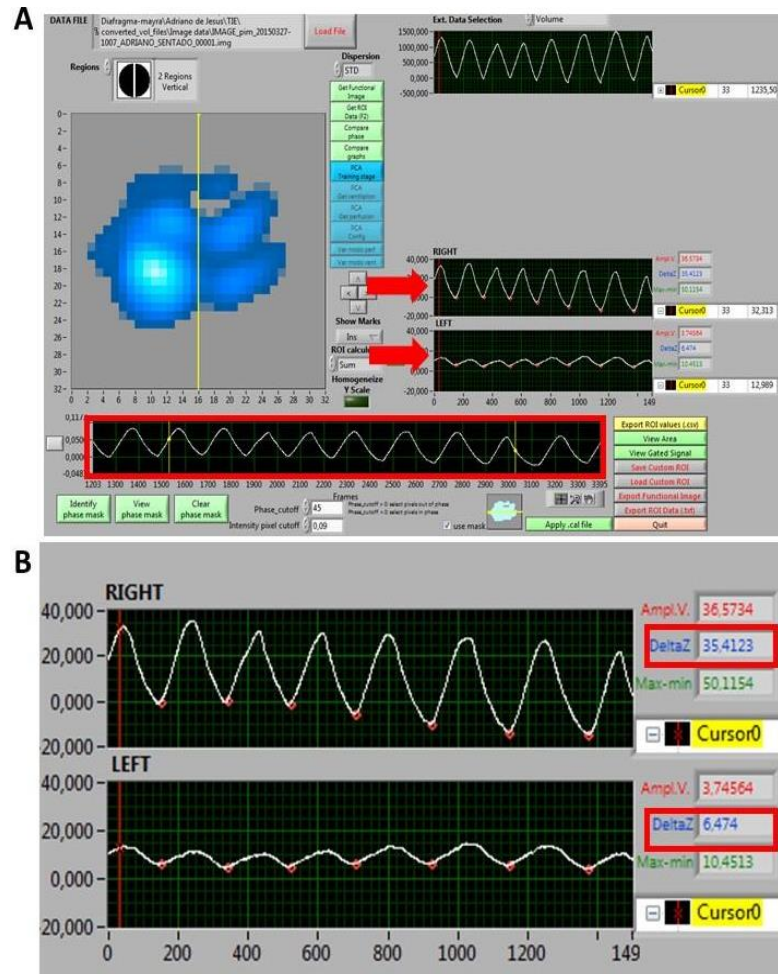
Tela do programa de análise da tomografia de impedância elétrica (TIE). A) O quadro vermelho sinaliza o trecho selecionado para análise e as setas, os trechos correspondentes ao pulmão direito (RIGHT) e esquerdo (LEFT). B) Os quadros vermelhos correspondem aos valores de variação de impedância (ΔZ) do pulmão direito (RIGHT) e esquerdo (LEFT).
